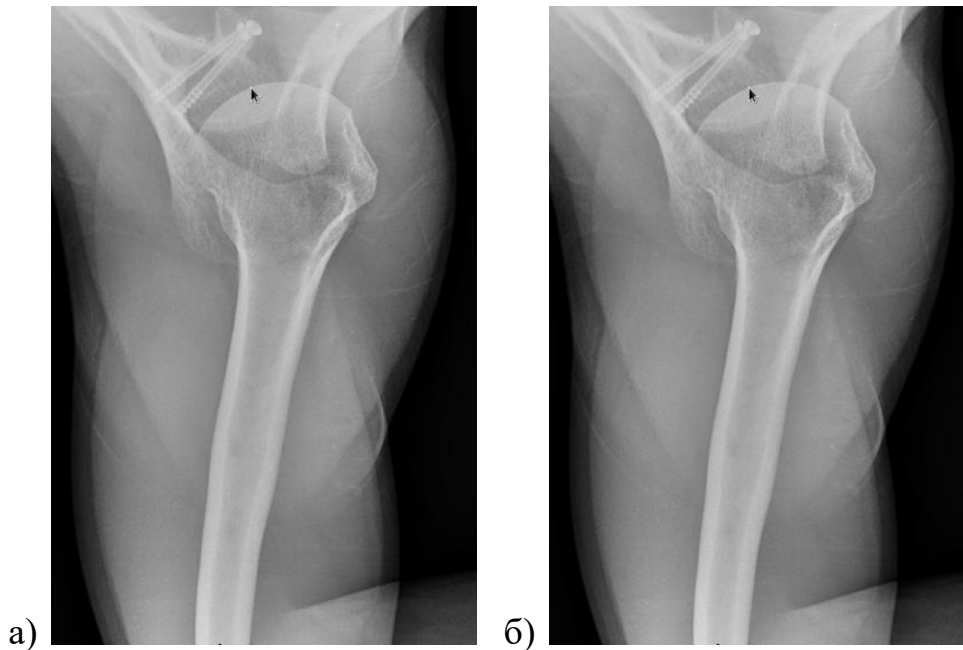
Рентгенологическая картина динамики сращения пересаженного переднего фрагмента клювовидного отростка и передней поверхности шейки лопатки в сроки через 3 (а) и 12 (б) месяцев после операции Латарже.
